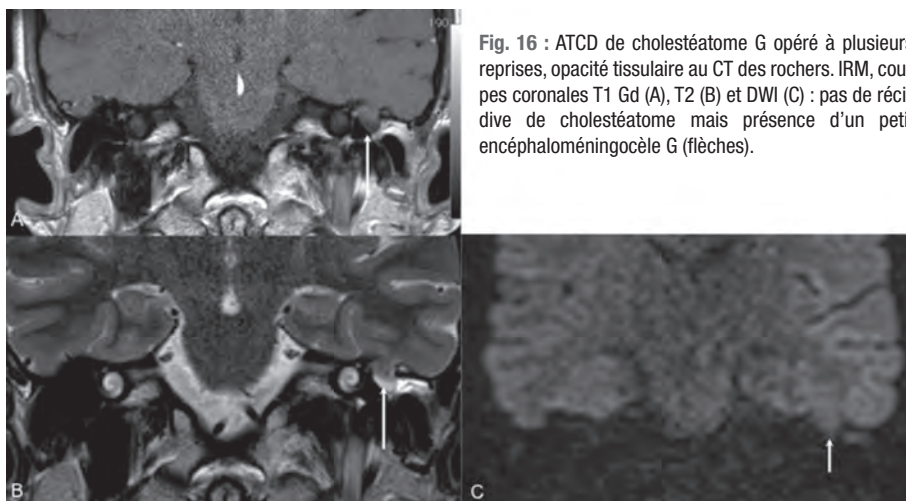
ATCD de cholestéatome G opéré à plusieurs reprises, opacité tissulaire au CT des rochers. IRM, coupes coronales T1 Gd (A), T2 (B) et DWI (C) : pas de récive de cholestéatome mais présence d'un petit encéphaloméningocèle G (flèches).
